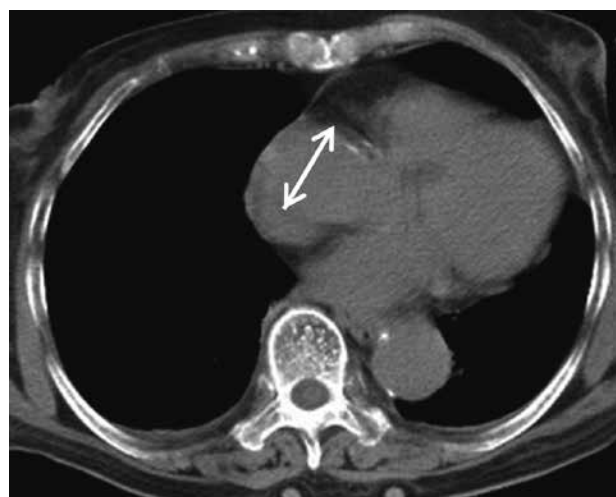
1年前のCT。このときの上行大動脈の径は4.5cmであった。
